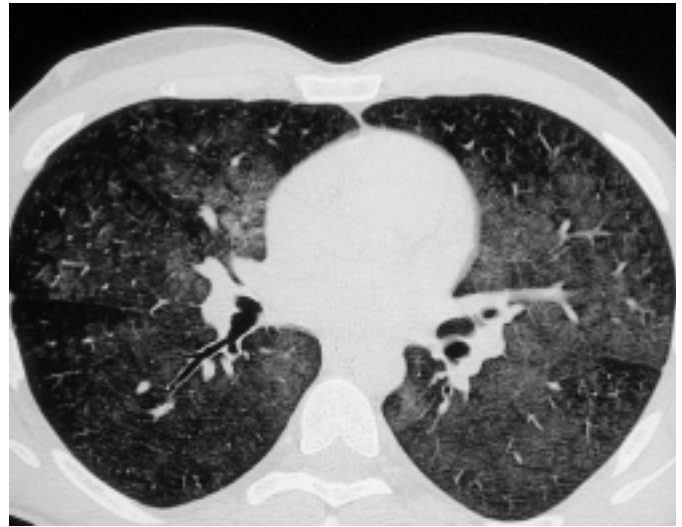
HR-CT: Fleckförmige milchglasartige Verdichtungen mit zentrilobulärer Betonung.
